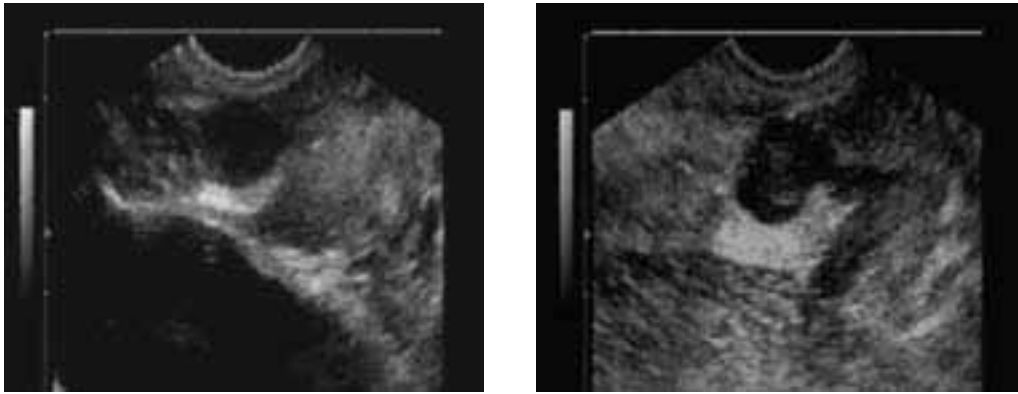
Ecografía transrectal pre y post resección, se puede constatar comunicación entre la uretra y el quiste.
